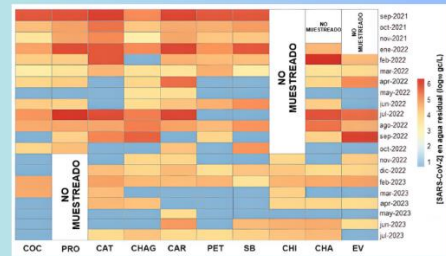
Heat map que muestra el cambio en la concentración de SARS-CoV-2 (expresada en log<sub>10</sub> gc/L) en las fechas de muestreo, en cada sitio muestreado. COC = Coche, PRO = Propatria, CAT = Catia, CHAG = Chaguaramos, CAR = Caricuao, PET = Petare, SB = San Bernardino, CHI = Chacaito, CHA = Chacao, EV = El Valle. Los colores más cálidos indican una mayor concentración viral, mientras que el azul representa muestras negativas.
